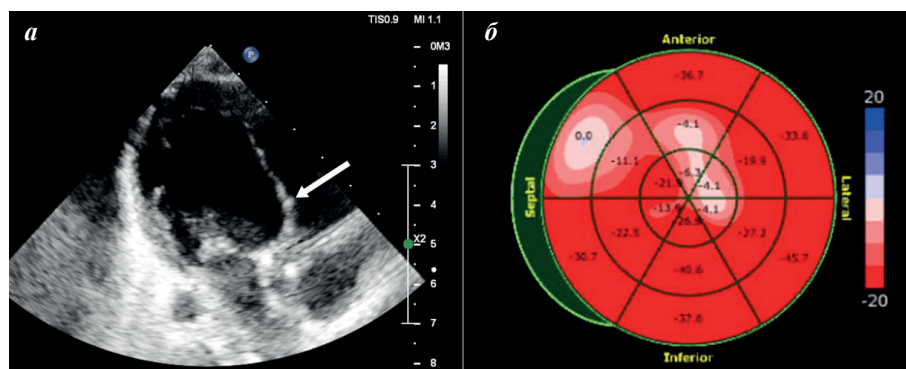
Эхокардиография (а) и speckle-tracking эхокардиография (б): аневризматическое выпячивание межжелудочковой перегородки (показано стрелкой), сопровождающееся нарушением продольной деформации в базальном сегменте межжелудочковой перегородки.
